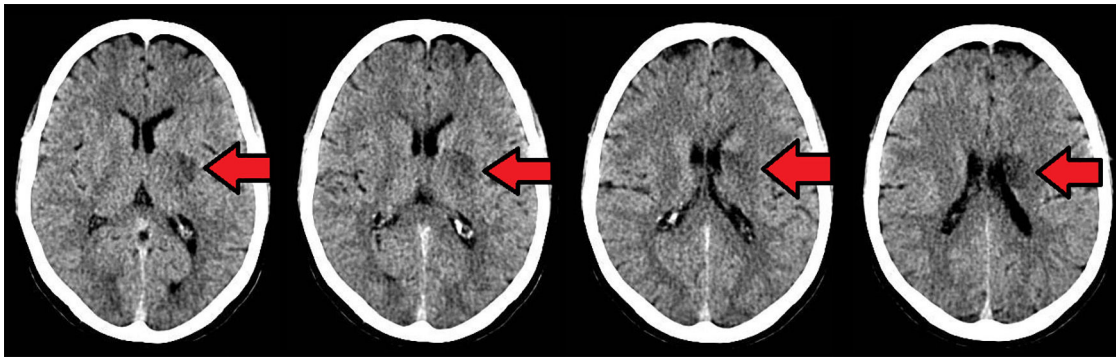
Tomografía cerebral realizada 24 h tras la trombólisis.
